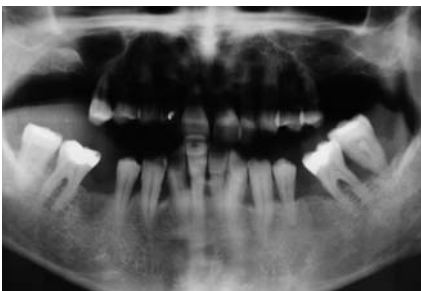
OPG zeigt röntgenologisch einen extrem fortgeschrittenen horizontalen und vertikalen Knochenabbau bei einem 48-jährigen männlichen Patienten. – Abb. 2: Sondierung und Vermessung der Taschentiefe.
